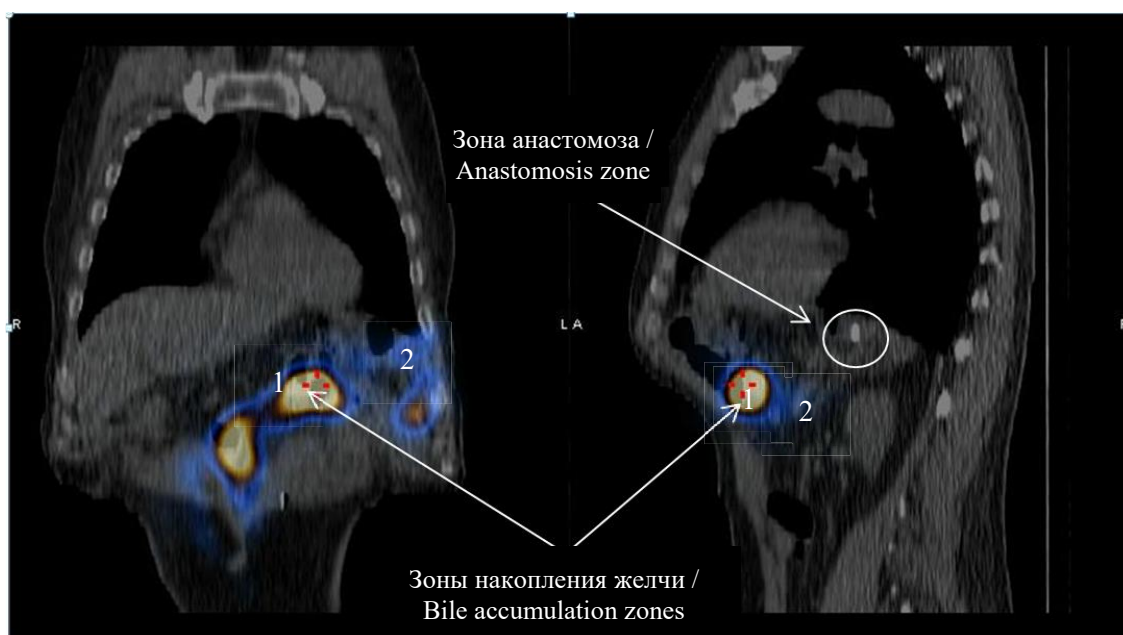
Проведение сцинтиграфии: 1 – зоны накопления желчи, 2 – зоны рассеивания препарата
